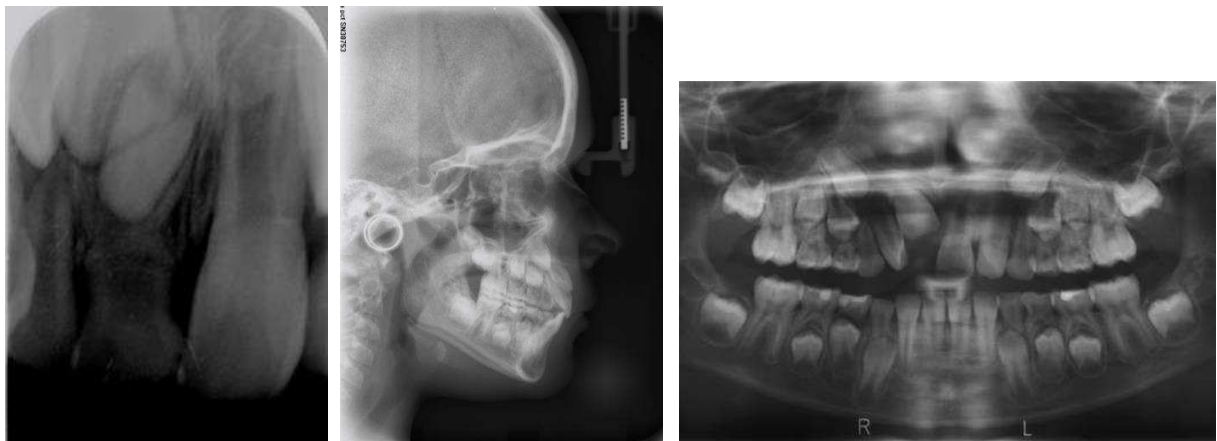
Exames radiográficos pré-tratamento. A. Radiografia periapical evidenciando o dente supranumerário; B,C. Telerradiografia lateral e radiografia panorâmica após extração do dente supranumerário
